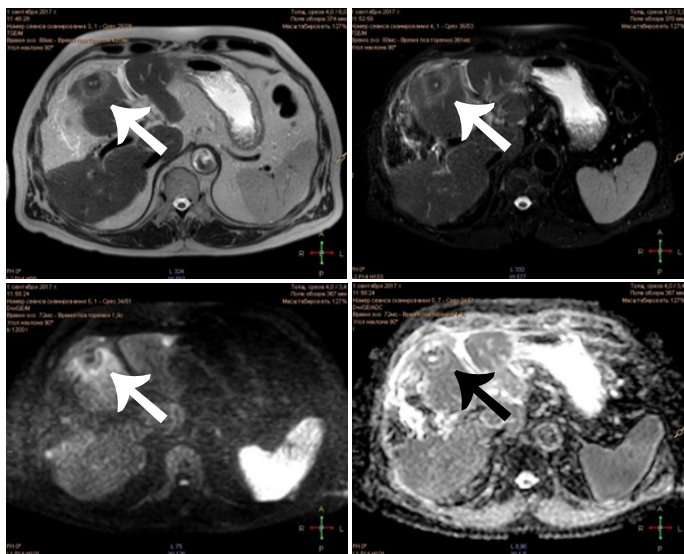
Томограмма на 3-е сутки после лазерной абляции (объяснение в тексте)
